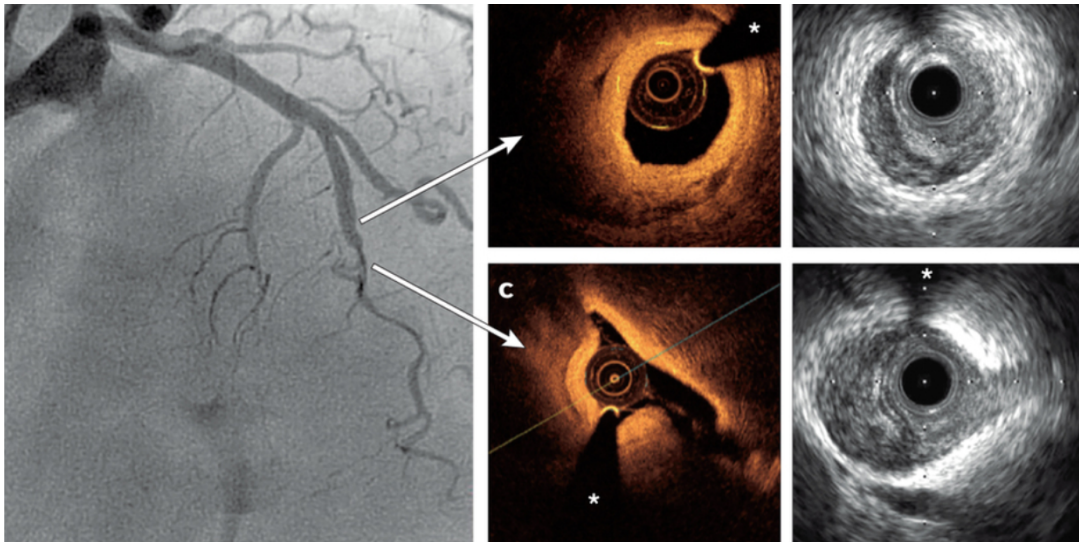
Imagem por angiografia, por OCT e IVUS, respetivamente (adaptado de *Optical Coherence Tomography* (OCT) – CathLab.com).
